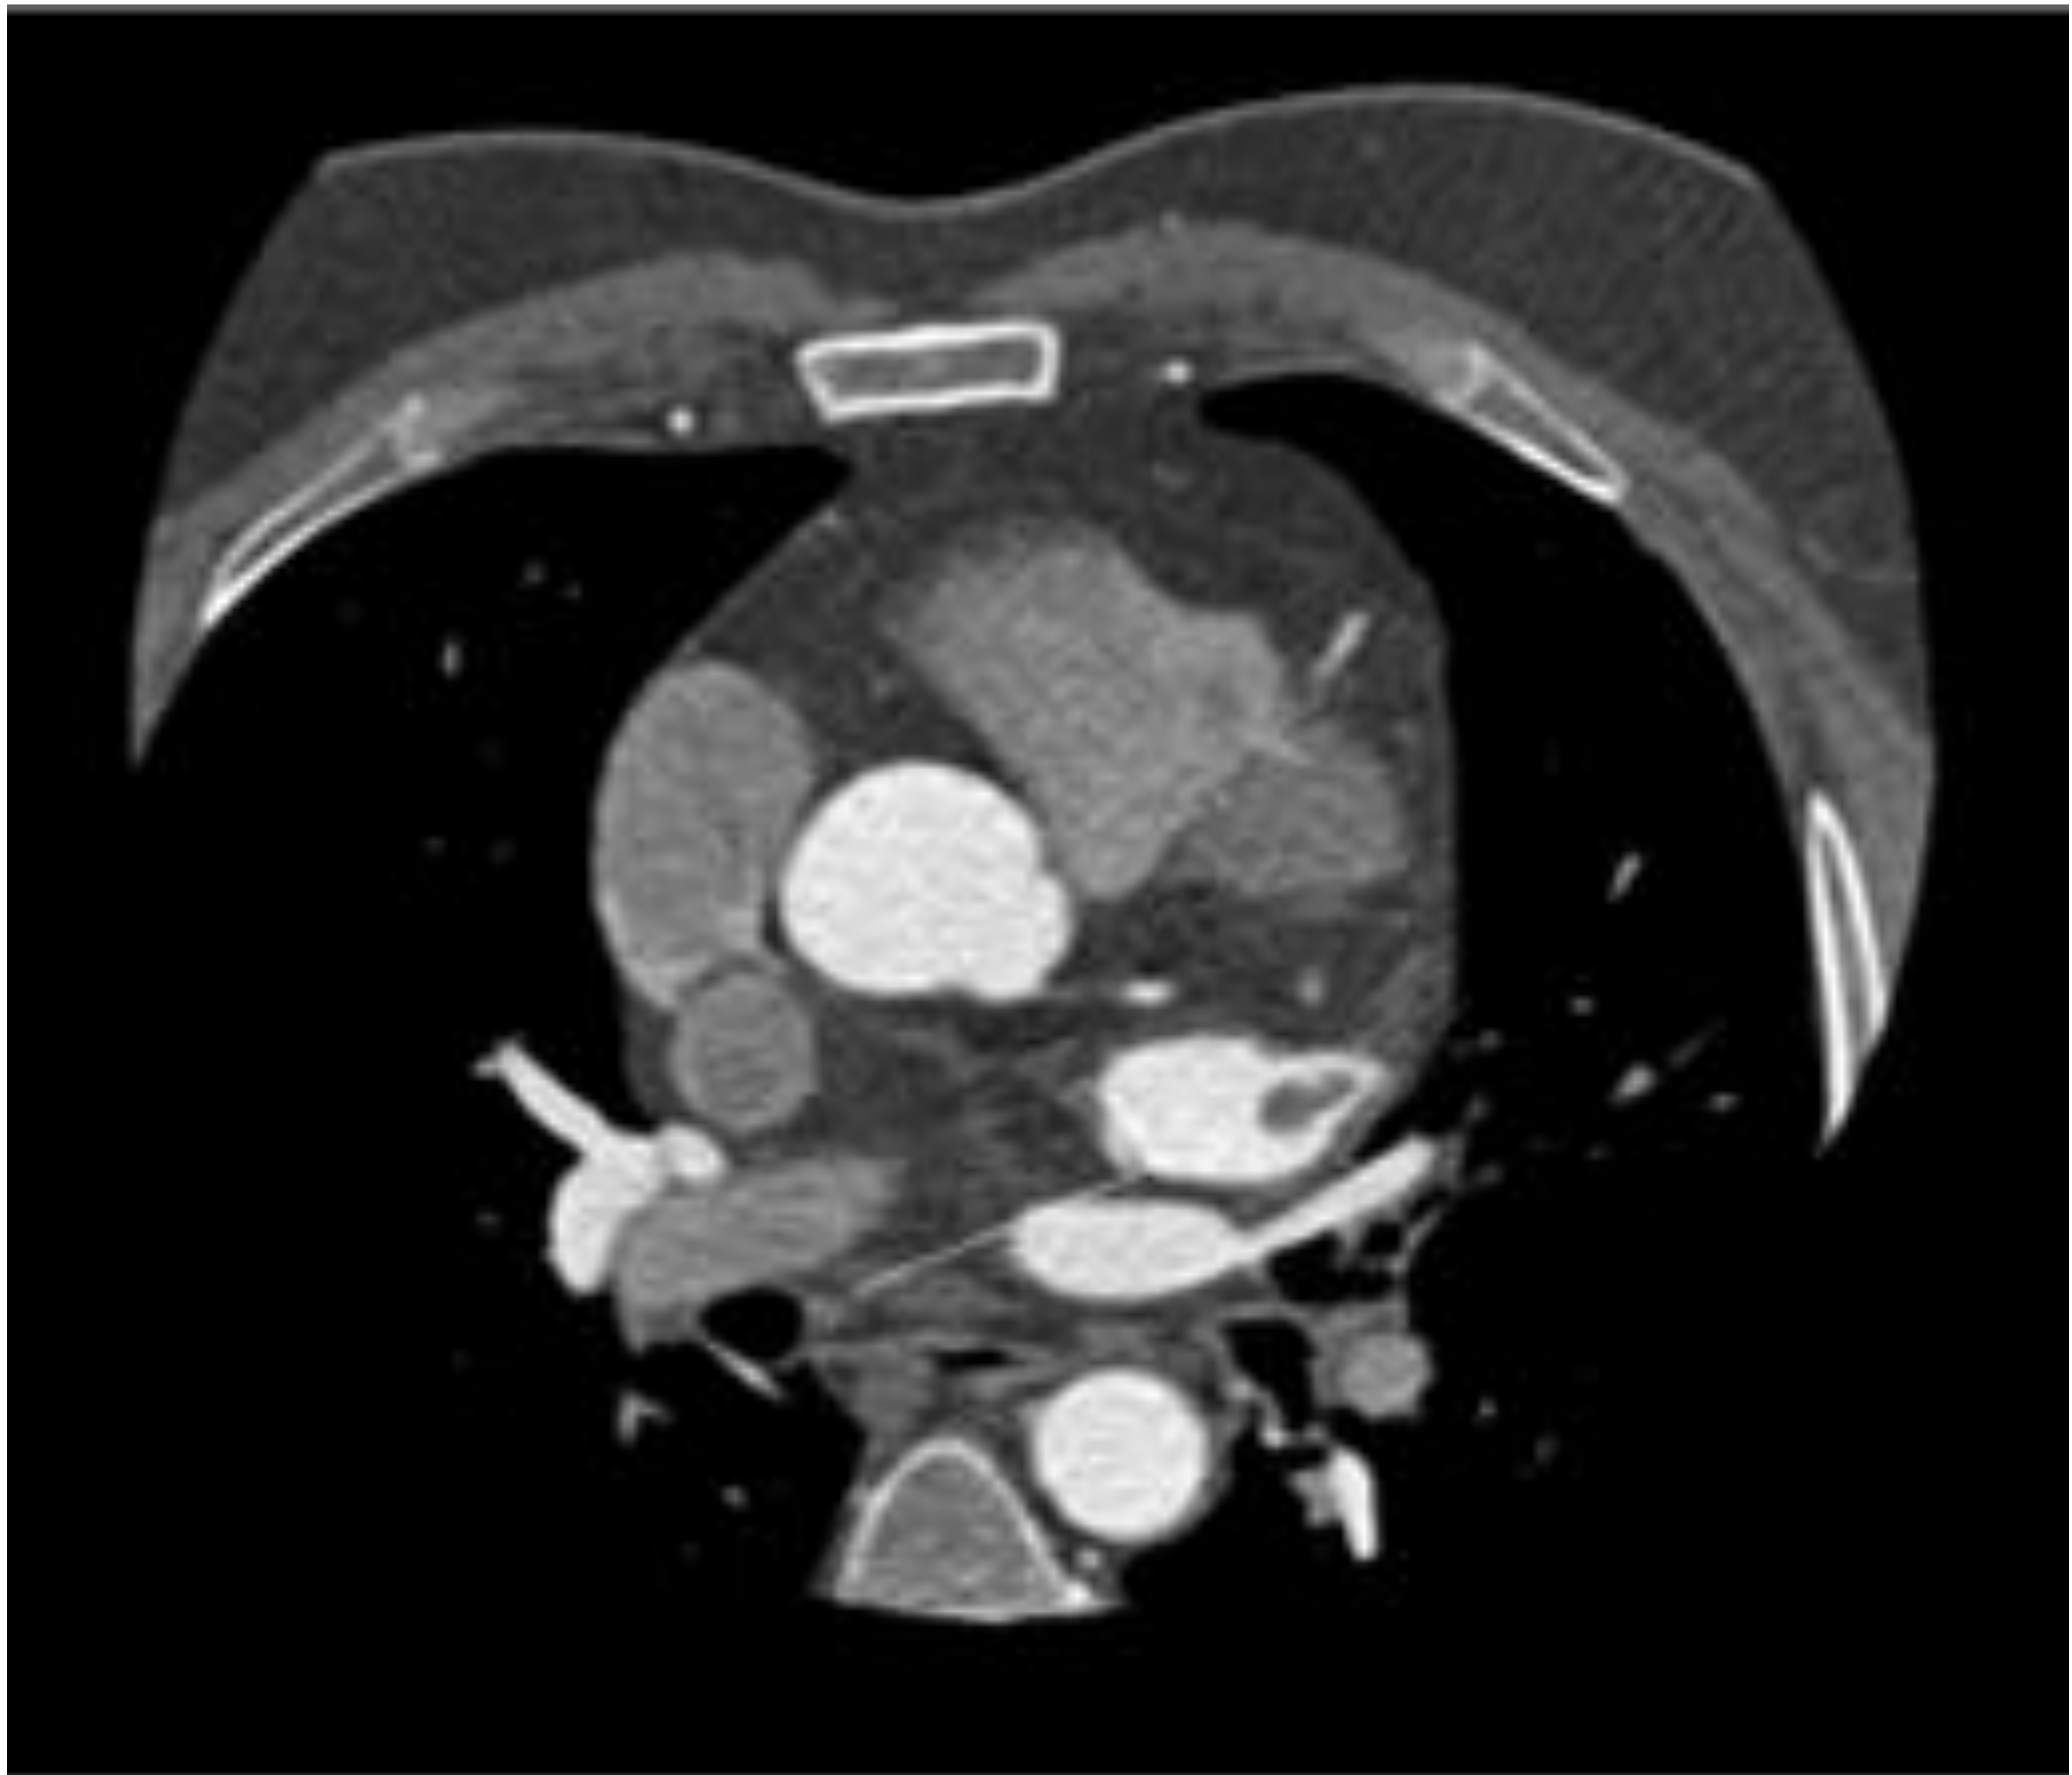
Estudio de TC con contraste que pone de manifiesto una lesión hipodensa, con contornos relativamente bien definidos y sin captación de contraste, localizada en la orejuela de la aurícula izquierda, compatible con trombo.
